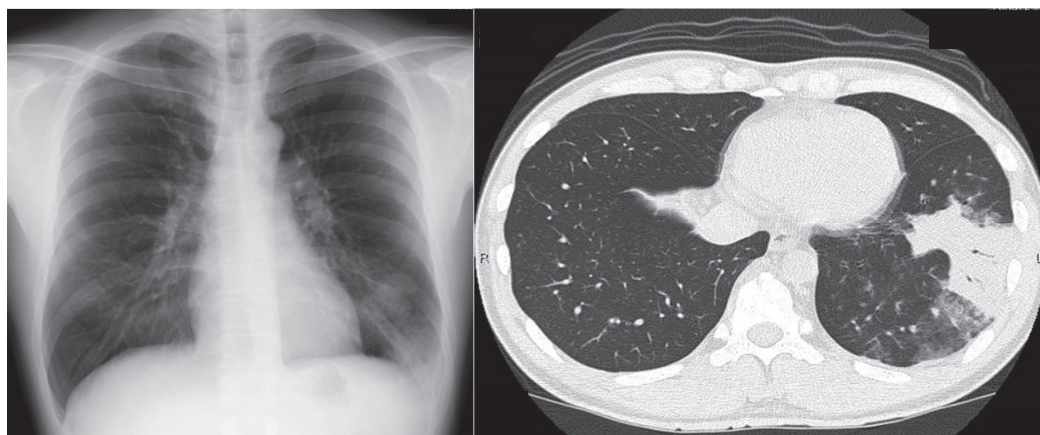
左: 胸部X線, 右: 胸部CT (いずれも第4病日)
